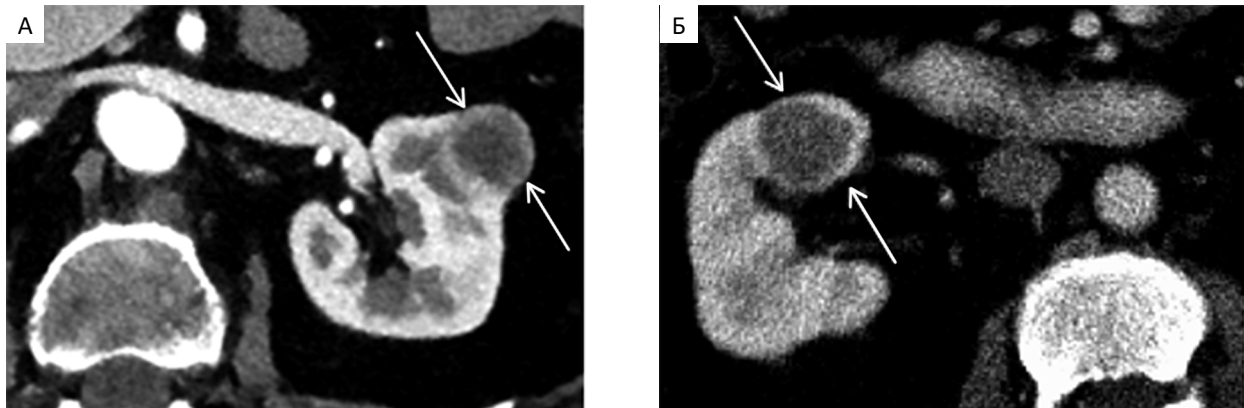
Аксиальные томограммы брюшной полости в кортикомедуллярную фазу внутривенного контрастирования: А — пациентки Б. 64 лет с онкоцитомой левой почки; Б — пациентки Х. 50 лет с раком правой почки.
